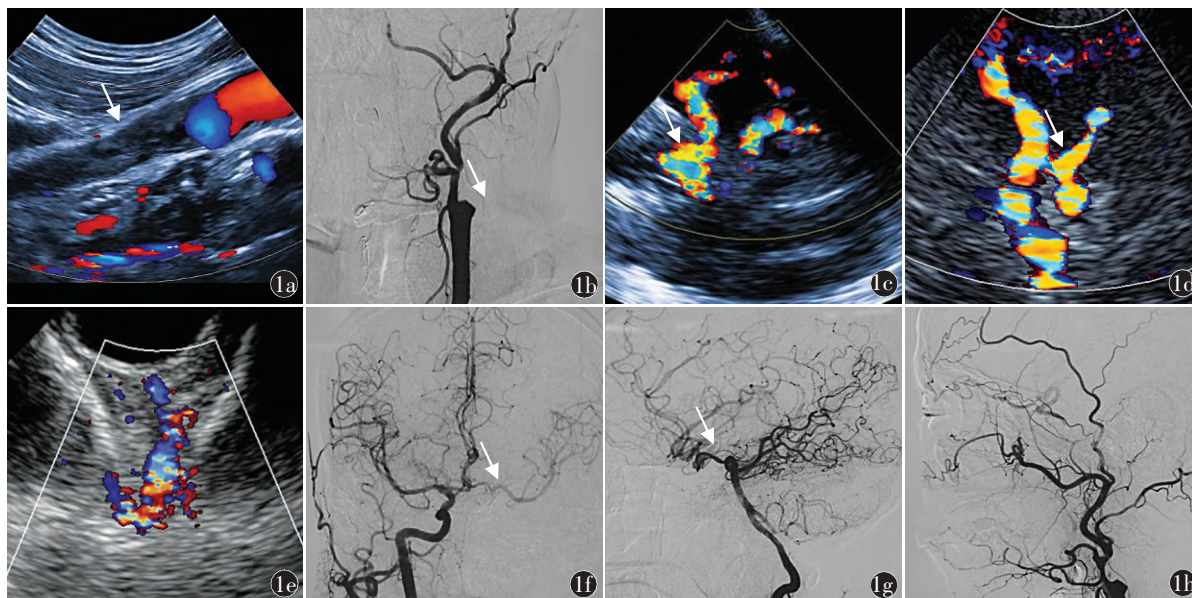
左侧颈内动脉闭塞交通支开放的血管超声与 DSA 图像 1a 为彩色多普勒血流显像检测颈内动脉管腔内充填不均回声,血流信号中断(箭头所示);1b 为 DSA 示颈内动脉起始段闭塞(箭头所示);1c 为前交通动脉开放征,示患侧大脑前动脉血流方向逆转,与大脑中动脉方向一致(箭头所示);1d 为后交通动脉开放征,示颈内动脉终末段与大脑后动脉间可见开放的后交通动脉(箭头所示);1e 为颈内-颈外动脉开放征,示患侧眼动脉血流方向逆转,呈蓝色;1f 为 DSA 示前交通动脉开放征,示健侧颈内动脉造影时患侧大脑中动脉显影(箭头所示);1g 为 DSA 示后交通动脉开放征,椎动脉造影示经开放的后交通动脉使患侧颈内动脉主干及分支显影(箭头所示);1h 为 DSA 示颈内-颈外动脉开放征,患侧颈动脉造影 DSA 示颈外动脉、眼动脉、颈内动脉虹吸段显影
